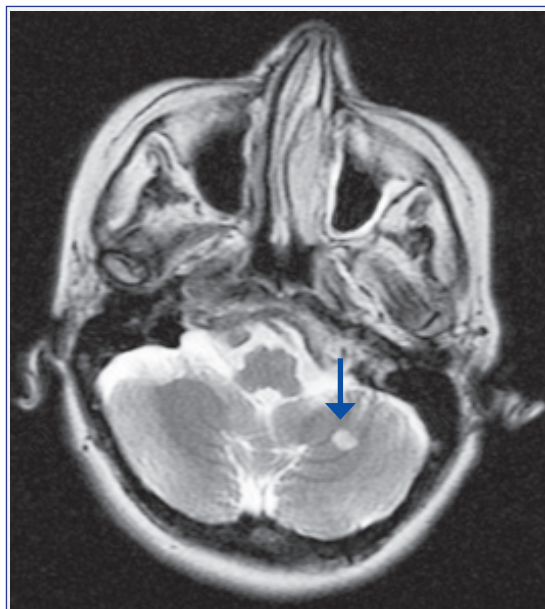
IRM con información T2 axial mostrando imagen hiperintensa en la región cerebelosa izquierda.
